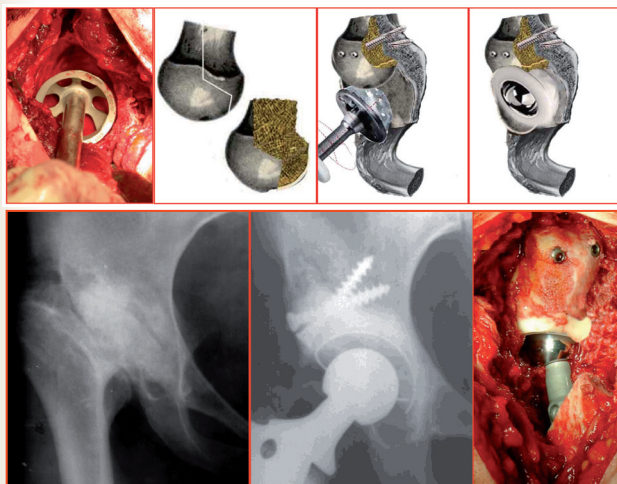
Замещение периферического сегментарного дефекта вертлужной впадины: сверху – определение дефицита периферической оправы и этапы операции; внизу – рентгенограммы и внешний вид тазобедренного сустава
